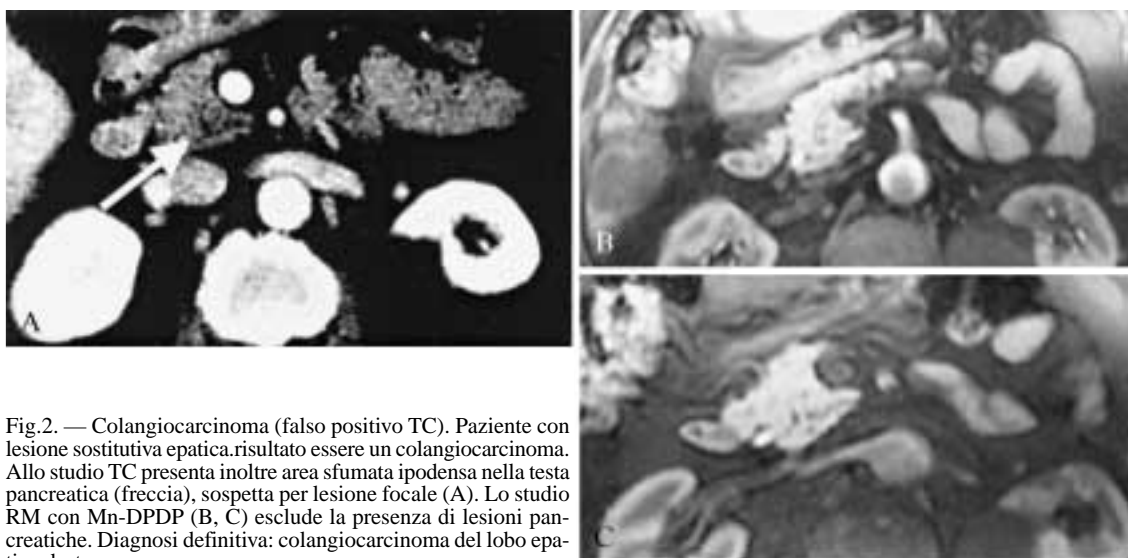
Colangiocarcinoma (falso positivo TC). Paziente con lesione sostitutiva epatica. risultato essere un colangiocarcinoma. Allo studio TC presenta inoltre area sfumata ipodensa nella testa pancreatico (freccia), sospetta per lesione focale (A). Lo studio RM con Mn-DPDP (B, C) esclude la presenza di lesioni pancreatiche. Diagnosi definitiva: colangiocarcinoma del lobo epatico destro.
